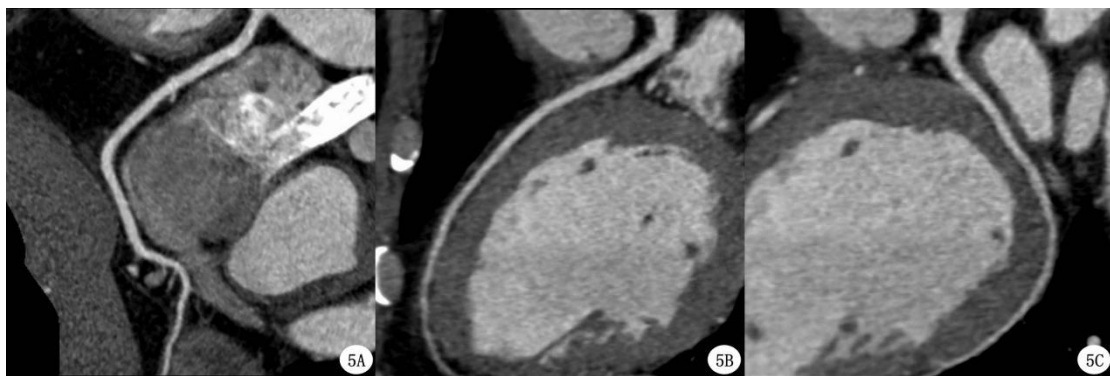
C 脉 CTA 示冠状动脉未见明显粥样硬化。
